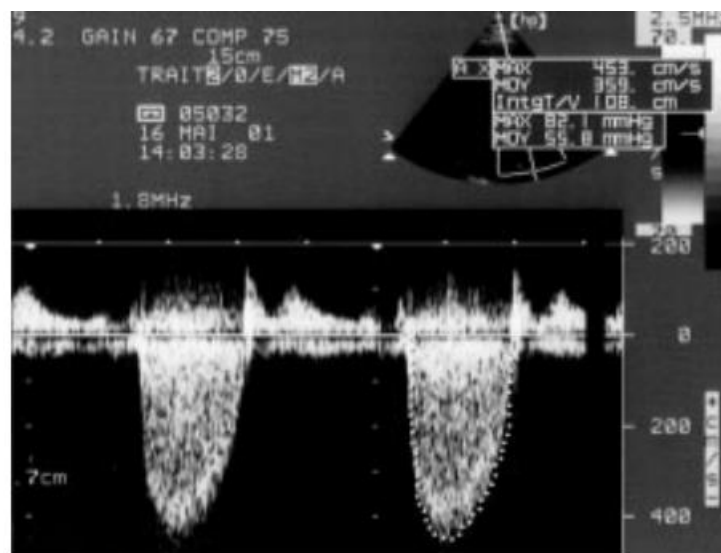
Aspect échographique d'un rétrécissement aortique calcifié
